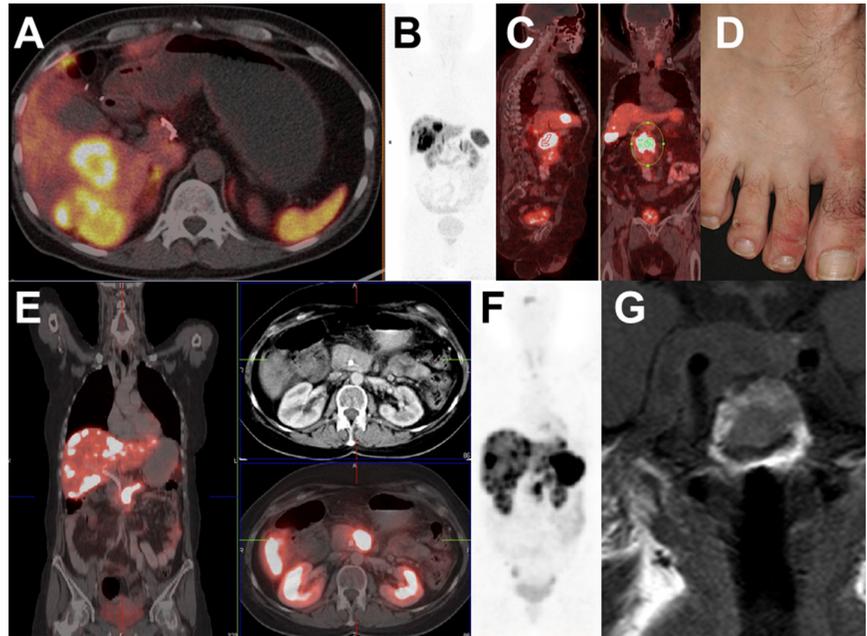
Patienten mit MEN1-Syndrom. (A, B) Patient mit nicht symptomatischen Glukagonom mit Progress der hepatischen Metastasen nach Resektion des Primärtumors im Somatostatinrezeptor PET/C mit ^{68}Ga Gallium DOTATOC. Milder primärer Hyperparathyreoidismus ohne Therapieindikation und kleines Prolaktinom, das stabil unter einer Therapie mit einem Dopaminagonisten ist. (C) Patient mit symptomatischen Glukagonom. Darstellung der hepatisch metastasierten pankreatischen neuroendokrinen Neoplasie im Somatostatinrezeptor PET/C mit ^{68}Ga Gallium DOTATOC. (D) Nekrotolytisches migratorisches Exanthem der Akren bei Glukagonom. (E, F) Patientin mit nicht funktioneller pankreatische neuroendokriner Neoplasie im Somatostatinrezeptor PET/C mit ^{68}Ga Gallium DOTATOC. Erkennbar ist das große Hypophysenadenom im PET/CT (F) und im MRT der Sella (G).
